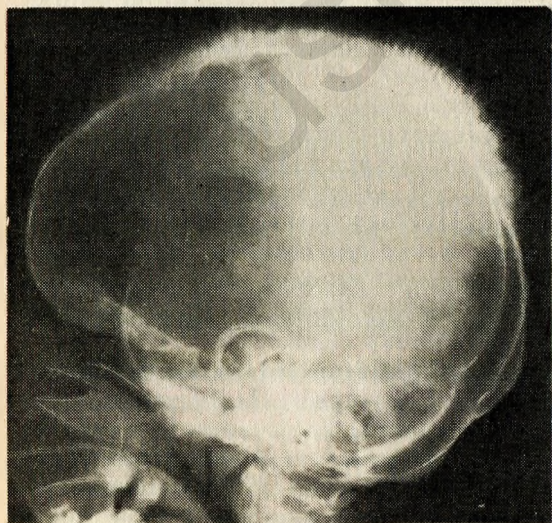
Рентгенограмма костей черепа, на которой можно видеть увеличенную верхнюю челюсть и затемнение синусов.
